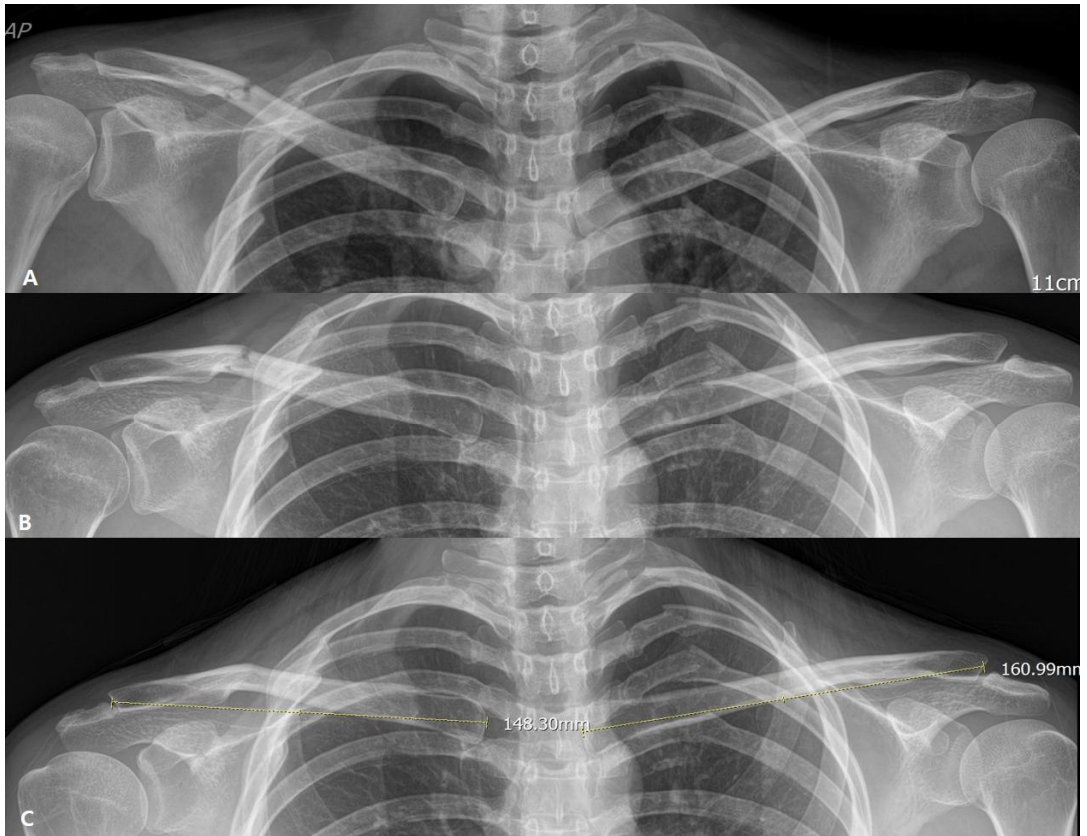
(A) X-ray shows right clavicle shaft fracture of 28 years old female patient. (B) After 6 weeks follow up. (C) 12mm shortening on deformed right clavicle on 3 months after injury. Constant-Murley score of right shoulder is 96 points and it was not significantly different from the left shoulder.
